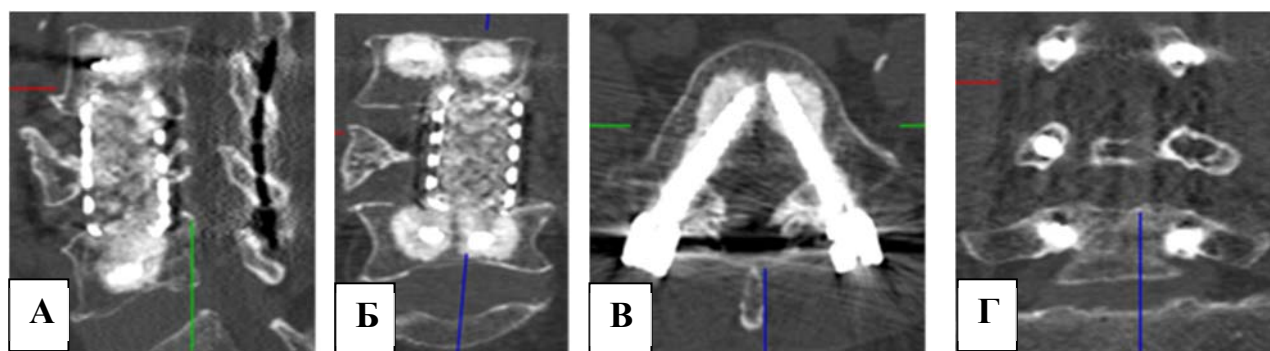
Результаты контрольных КТ пациентки К., 73 года через 24 мес. после операции: сагиттальная проекция (А), фронтальная проекция (Б), аксиальная проекция (В), контрольная КТ во фронтальной проекции на уровне ножек позвонков (Г)
